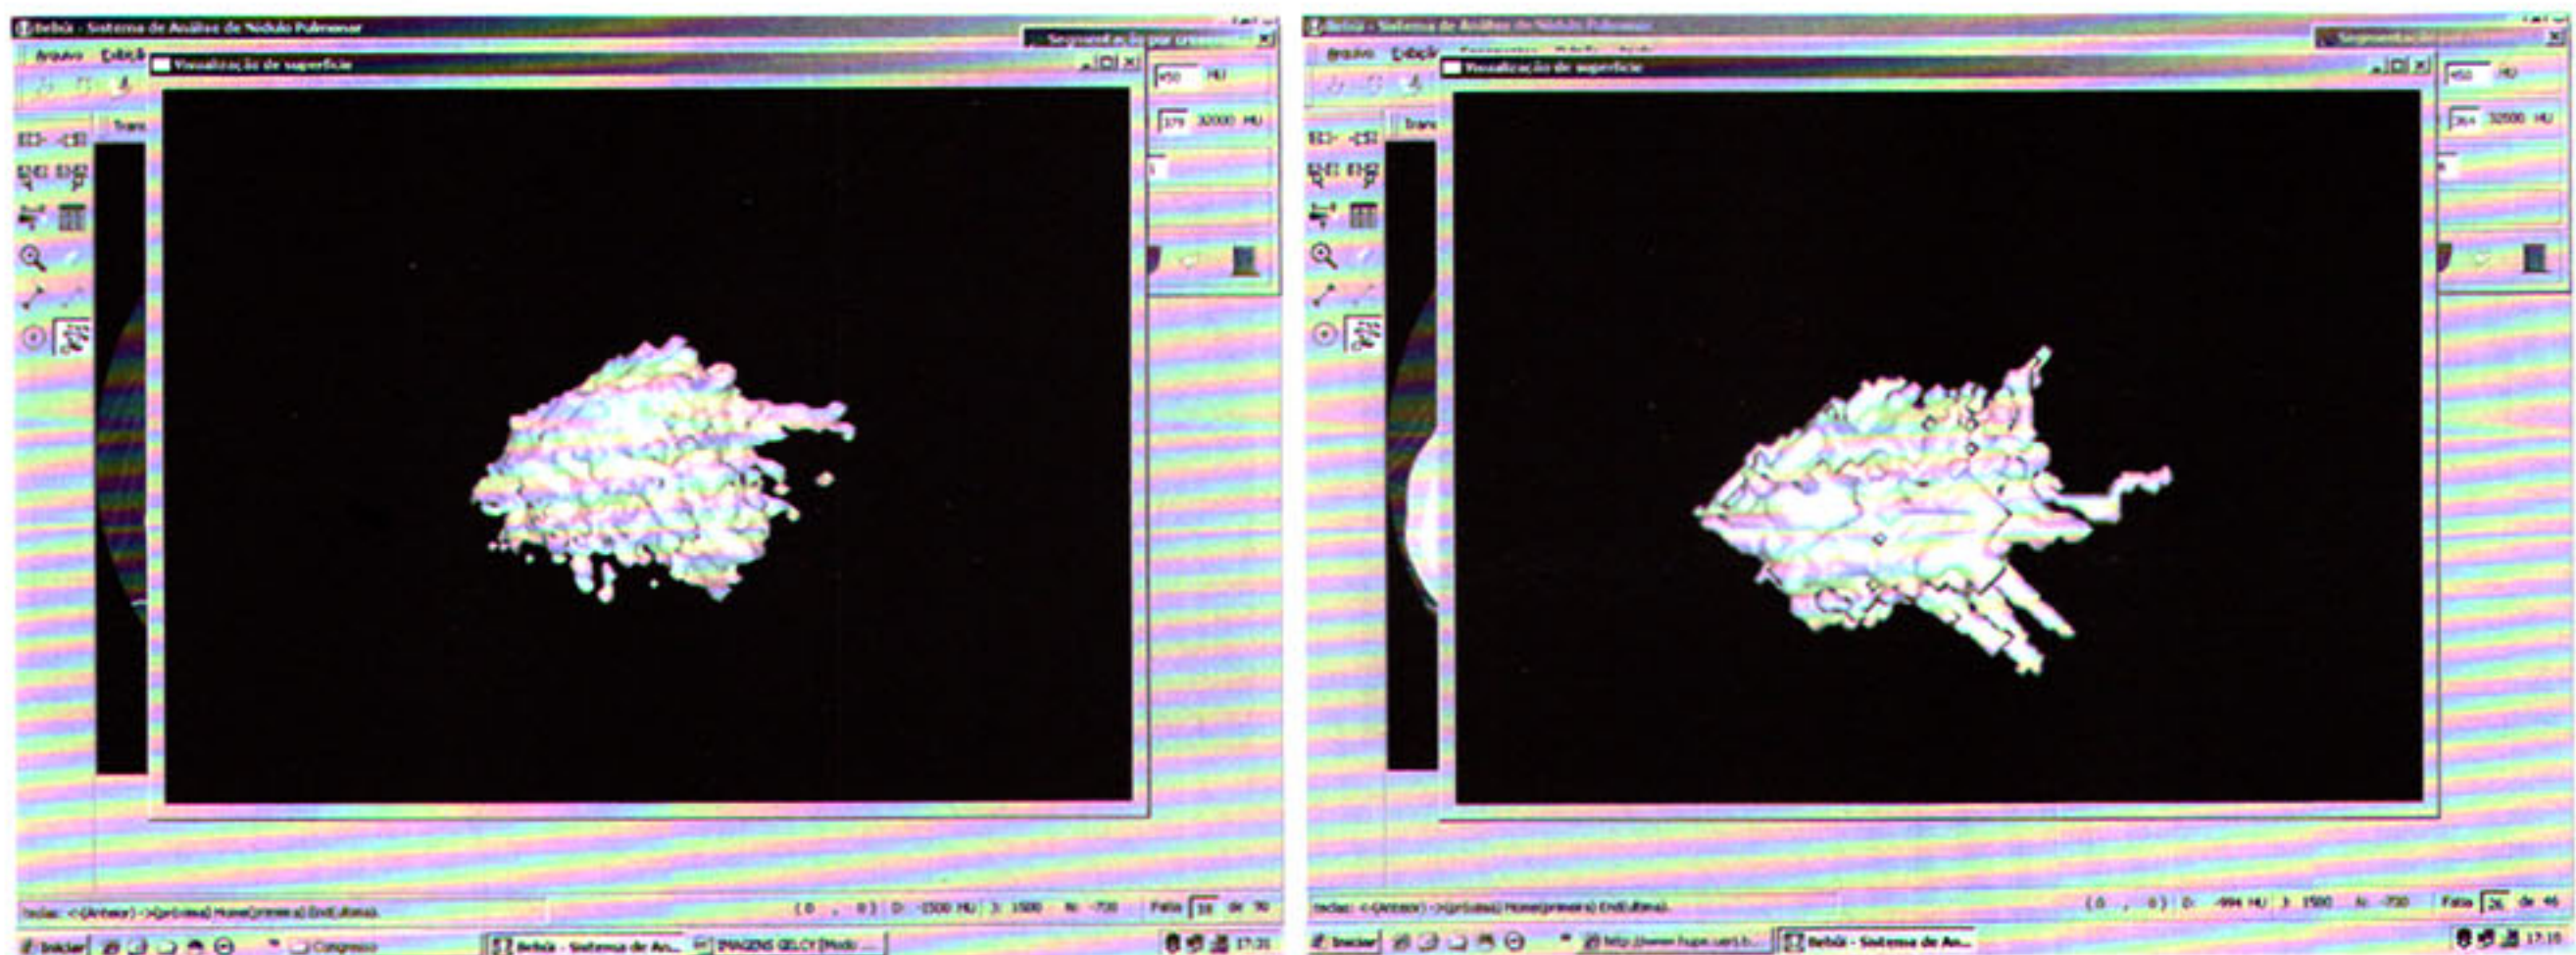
Visões tridimensionais de um nódulo pulmonar após segmentação pelo software BEBÚI (UFMA, UERJ, PUC-Rio e IMPA) com intervalo de 250 dias. 3A - TC reavaliada retrospectivamente – volume 5,23 mL. 3B - TC realizada na admissão do Ambulatório de Nódulos Pulmonares (HUPE/UERJ).- volume 7,47 mL. Tempo de dobra 486 dias. Histopatológico da peça cirúrgica: fibrose densa, bronquíolos distorcidos com hiperplasia epitelial com focos de metaplasia escamosa e displasia.
